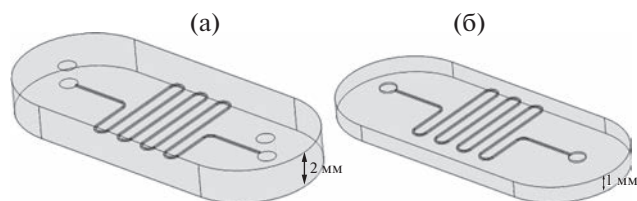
3D модели микрофлюидных устройств в геометрии меандра на этапе прототипирования: а — чип закрытого типа для микро-КТ-визуализации; б — чип открытого типа для визуализации методом РЭМ.
